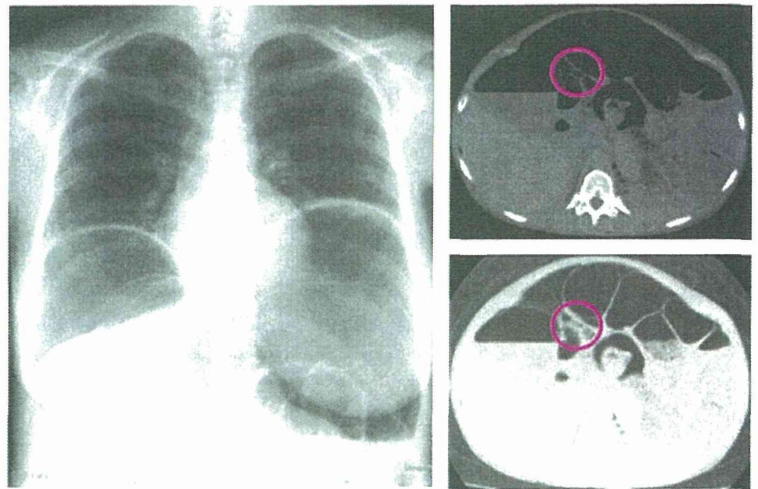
経過中に腹腔内フリーエアを認めたCIPO症例のX線所見
